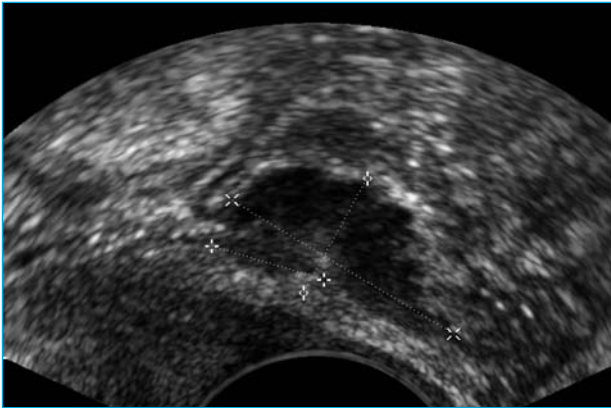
Échographie endovaginale décelant une volumineuse lésion hypoéchogène développée au sein de la paroi rectale typique d'endométriose digestive.
